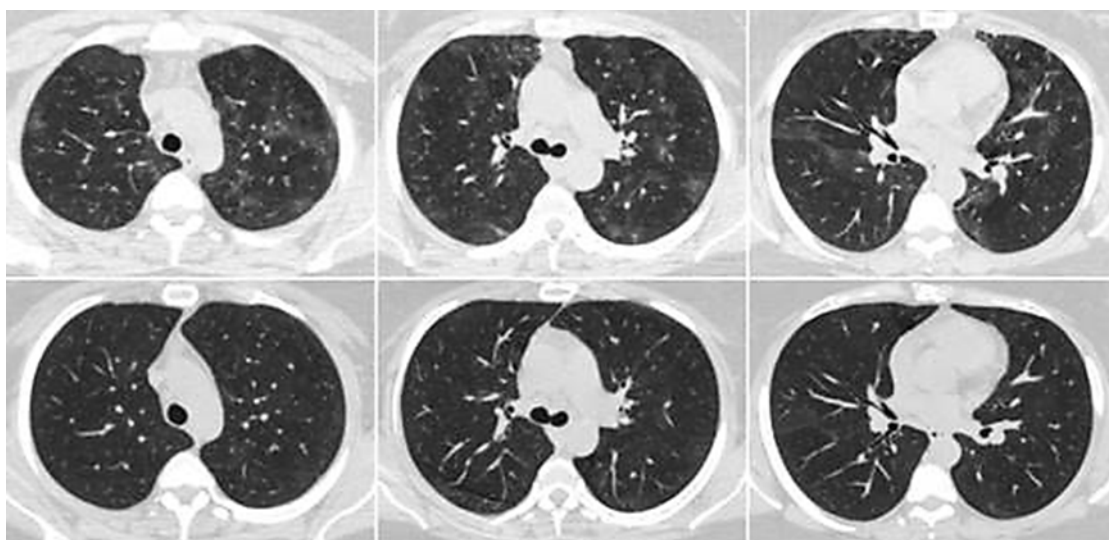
КТ ОГК в аксиальной проекции на соответствующих уровнях. Верхний ряд — 07 мая 2020 г., нижний — 12 мая 2020 г. COVID-19. В динамике — исчезновение участков и фокусов перибронховаскулярных и субплевральных уплотнений по типу «матового стекла». Едва заметные остаточные изменения
